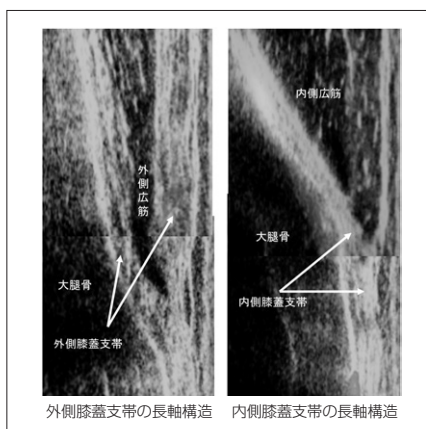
膝蓋支帯の超音波長軸解剖（外側と内側の構造上の違い）
